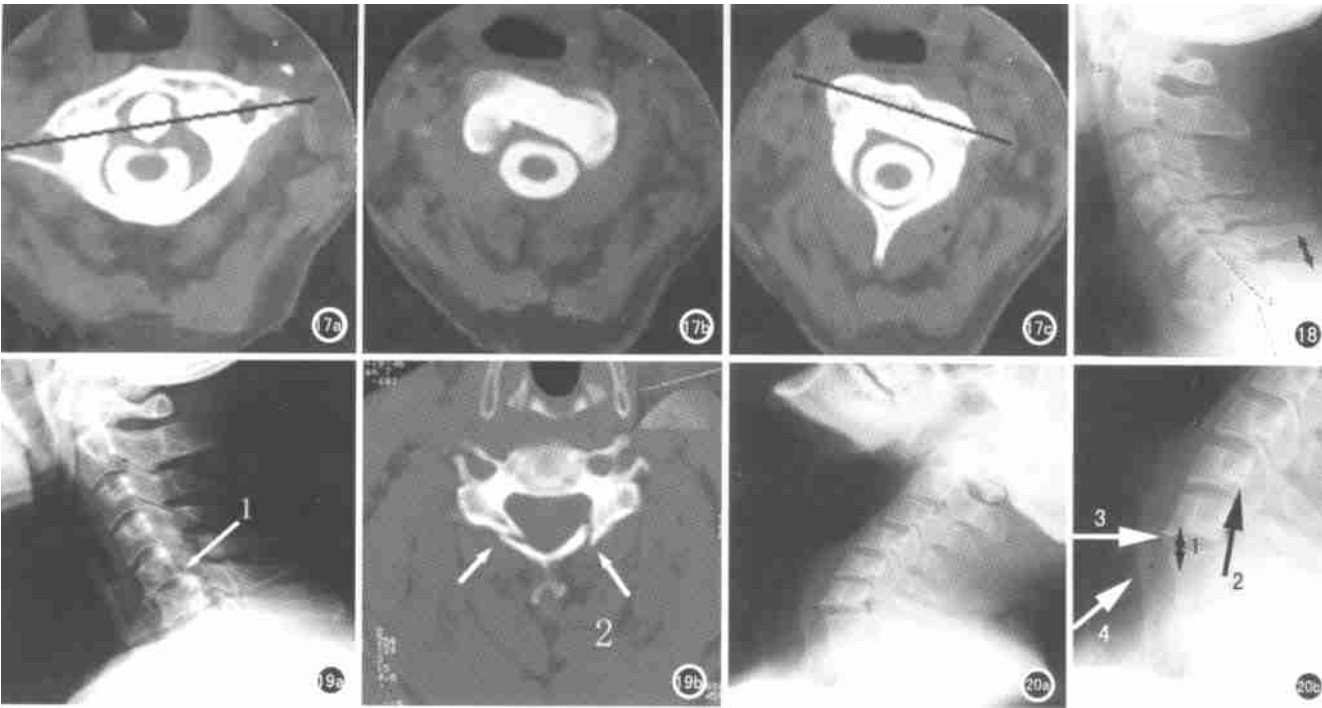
CT 脊髓造影可清晰地显示环枢椎旋转以及脊髓的位置。a) 环枢左前旋; b) 环枢椎间夹角; c) 枢椎右前旋。图 18 下颈椎屈曲伤。棘突间距加大, 提示棘间韧带损伤(双箭)。图 19 a) 颈后方水平受力, C₅ 椎体前滑(箭 1); b) CT 显示 C₅ 椎板骨折(箭 2)。图 20 颈椎过伸伤。a) C₆ 前凸成角; b) 局部放大。C₆ 前间隙增宽(箭 1); C₆ 椎弓根骨折(箭 2); 钙化的椎前韧带撕裂(箭 3); 椎前软组织肿(箭 4)。
